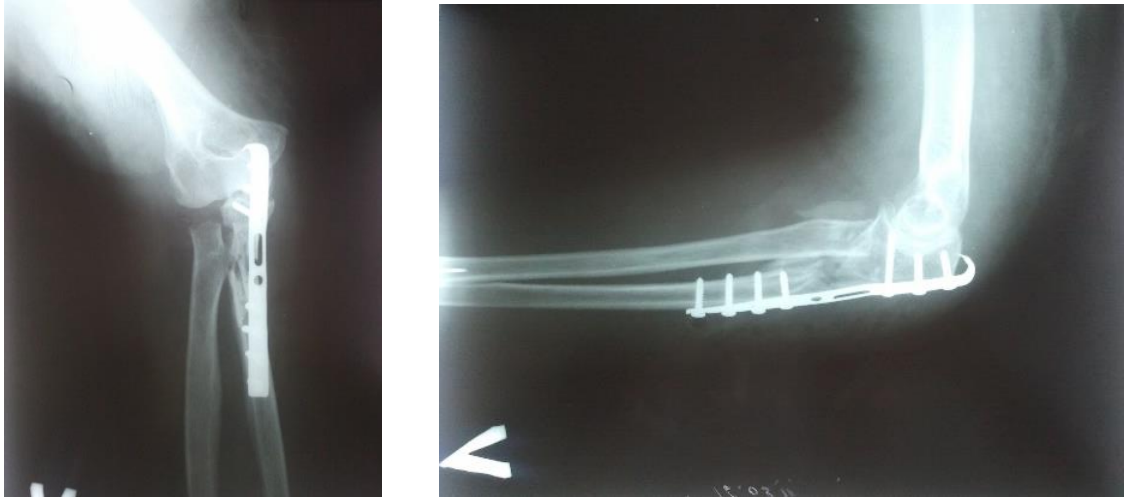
Рентгенограммы больной К. после операции
